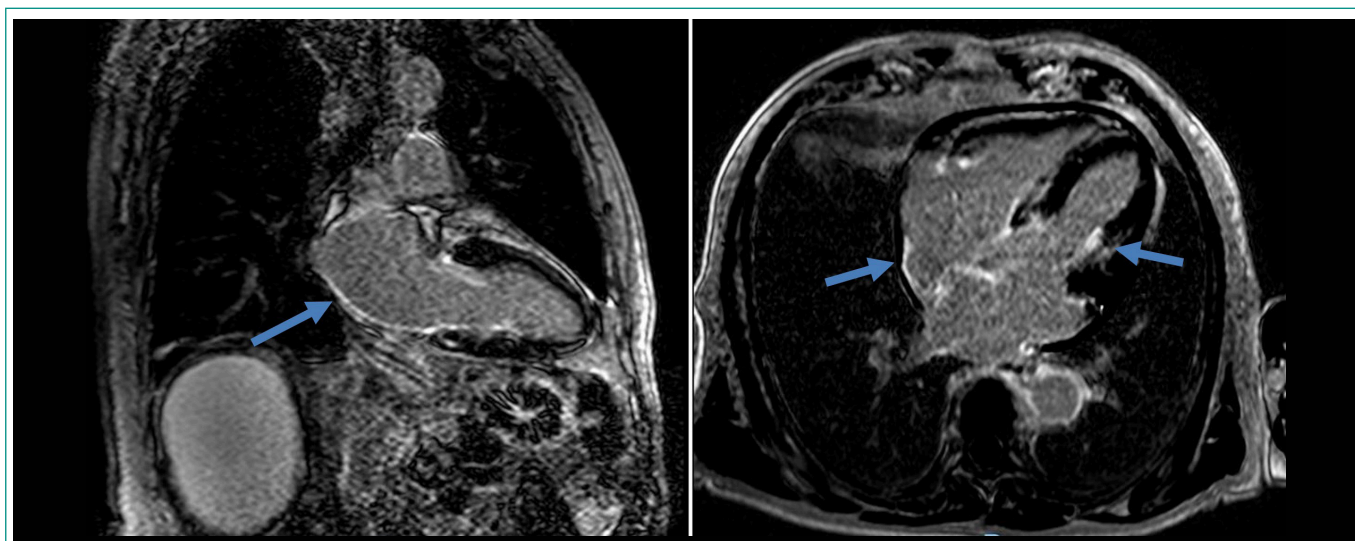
RM cardiaca – poscontraste: realce subendocárdico difuso.
